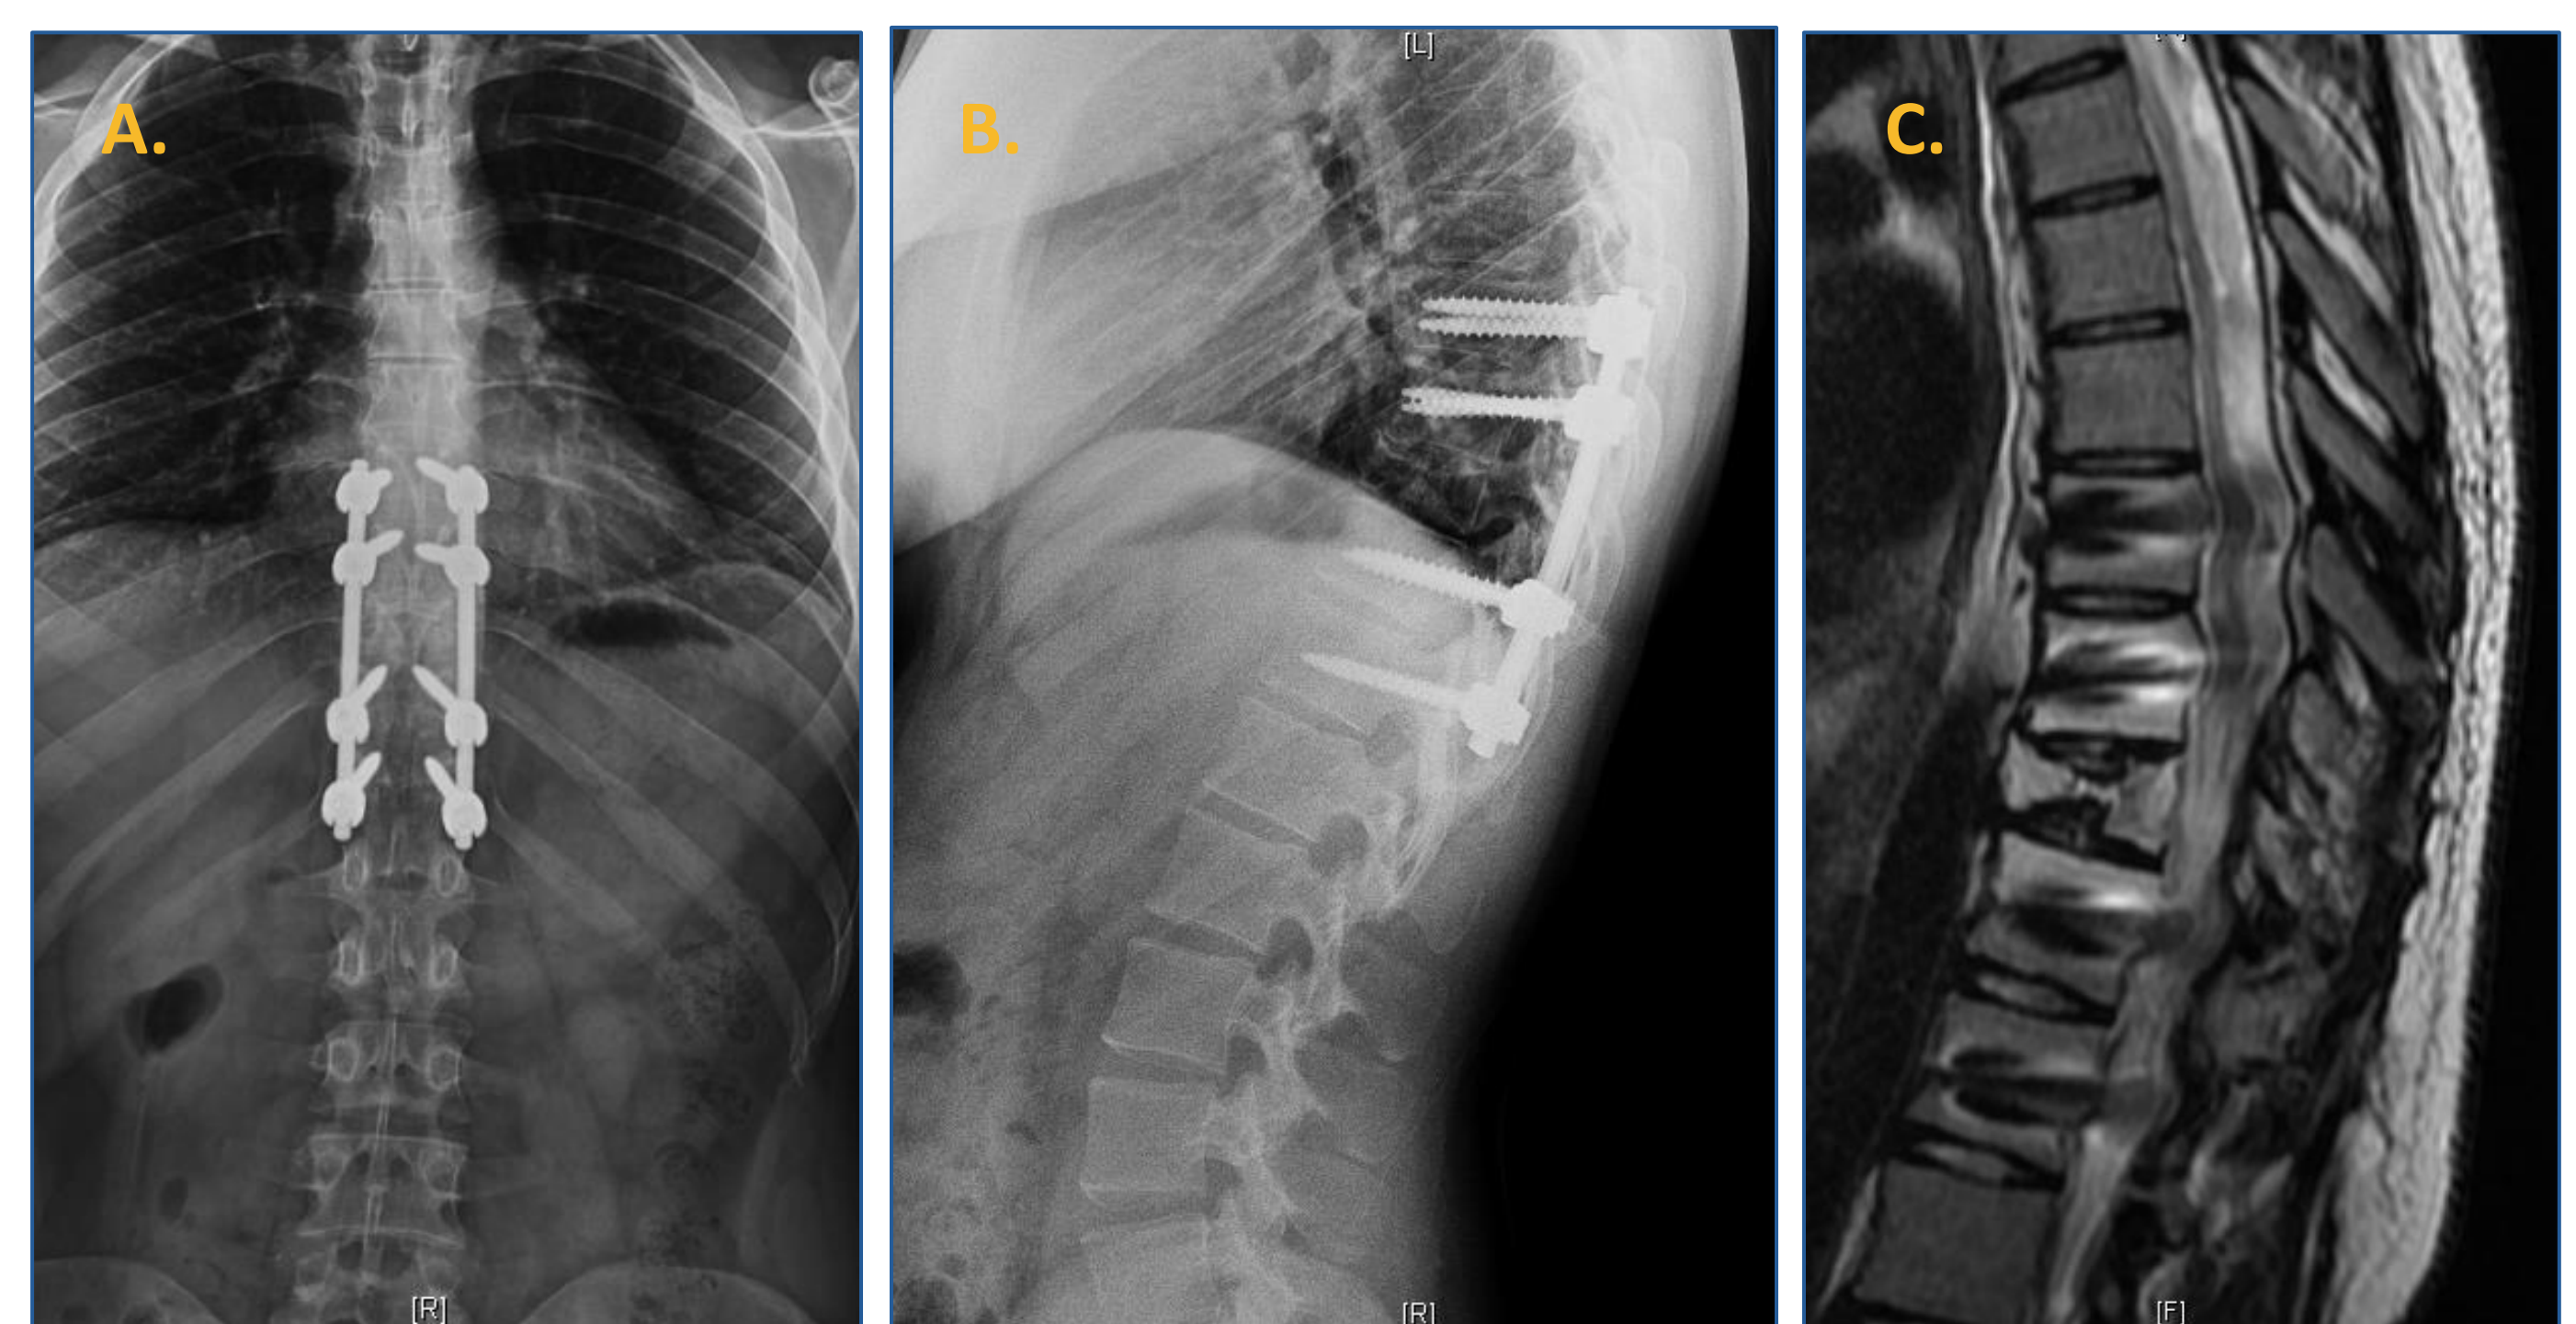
Imágenes un año y 5 meses postquirúrgicas: A y B. Telerradiografías que muestran la instrumentación y artrodesis T8-T12, respetando la vértebra afecta, con correcta estática vertebral. C. Resonancia magnética que no muestra datos de recidiva local ni a otros niveles en raquis.
